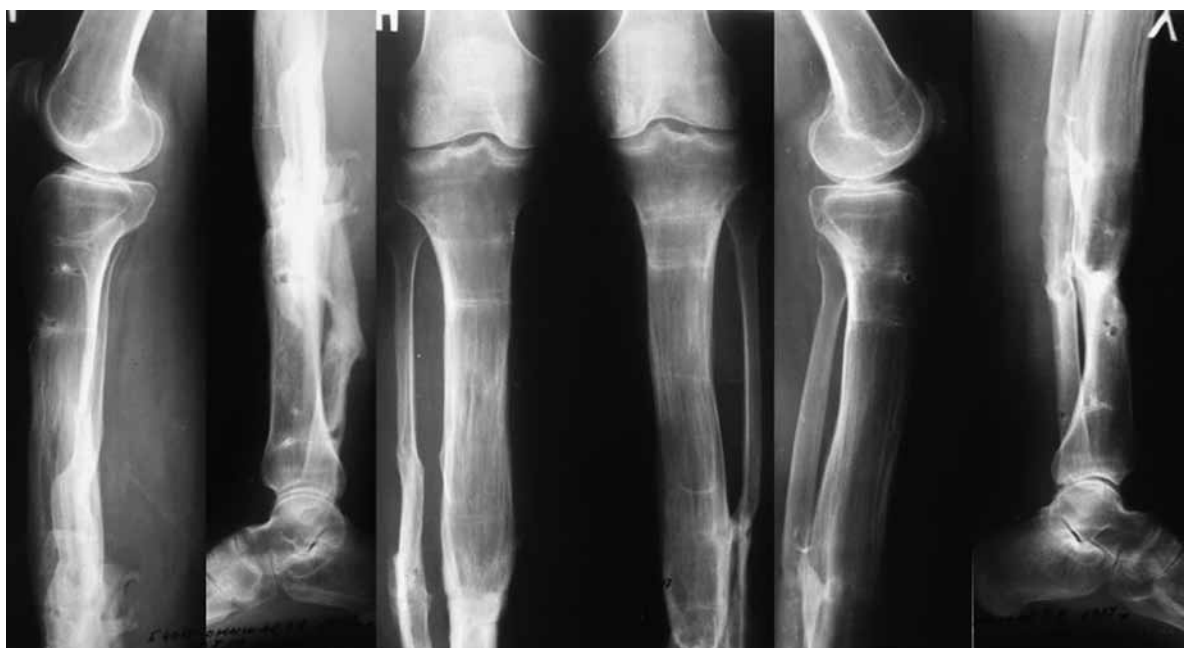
Рентгенограммы голеней в двух проекциях. Дефекты большеберцовых костей замещены окрепшими костными регенератами
